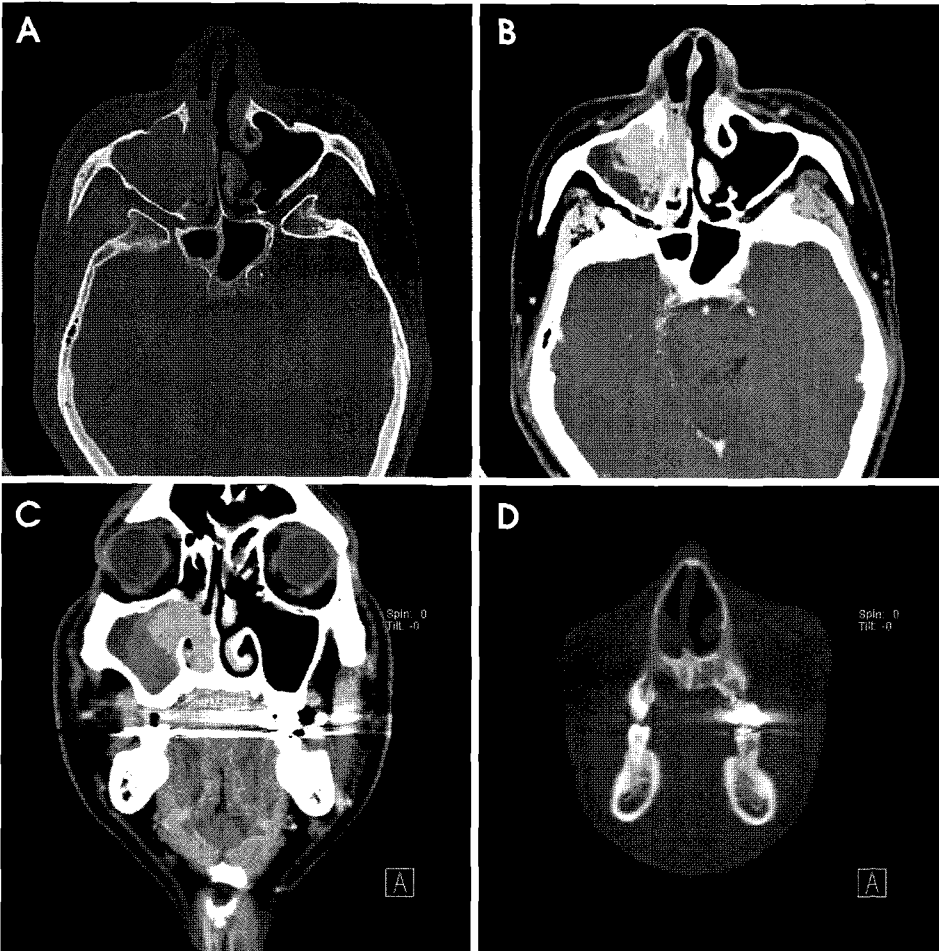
On enhanced CT scans, heterogeneously enhancing solid mass, destructing the medial wall of the right maxillary sinus, occupies the right nasal cavity and infiltrates into the right maxillary sinus through the ostium (A-D).
